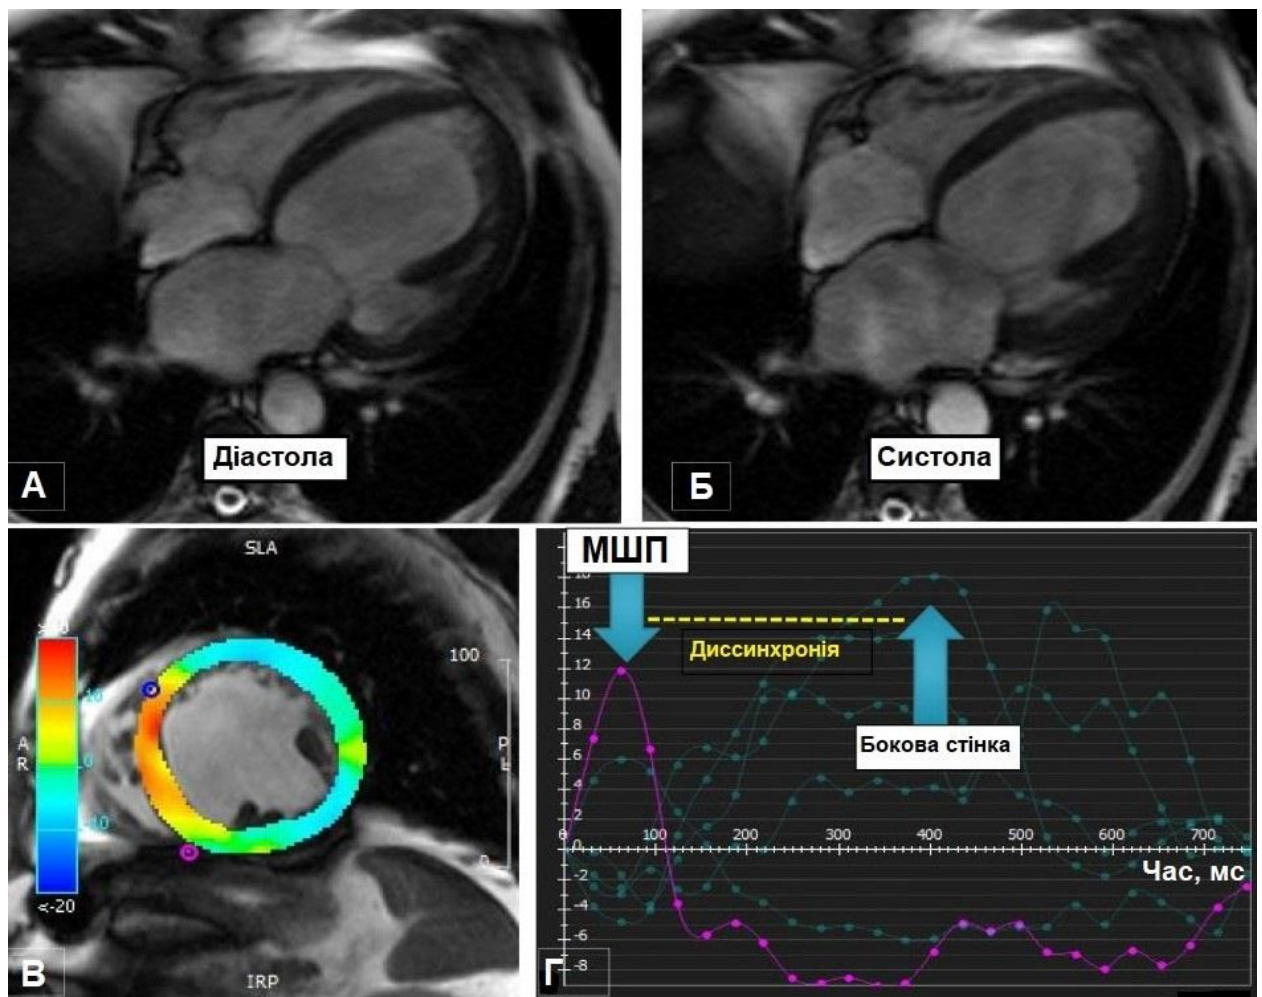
МРТ серця в апікальній 4-камерній позиції в кіно-режимі у пацієнта з ДКМП та важкою систолічною дисфункцією та повною БЛНПГ в
